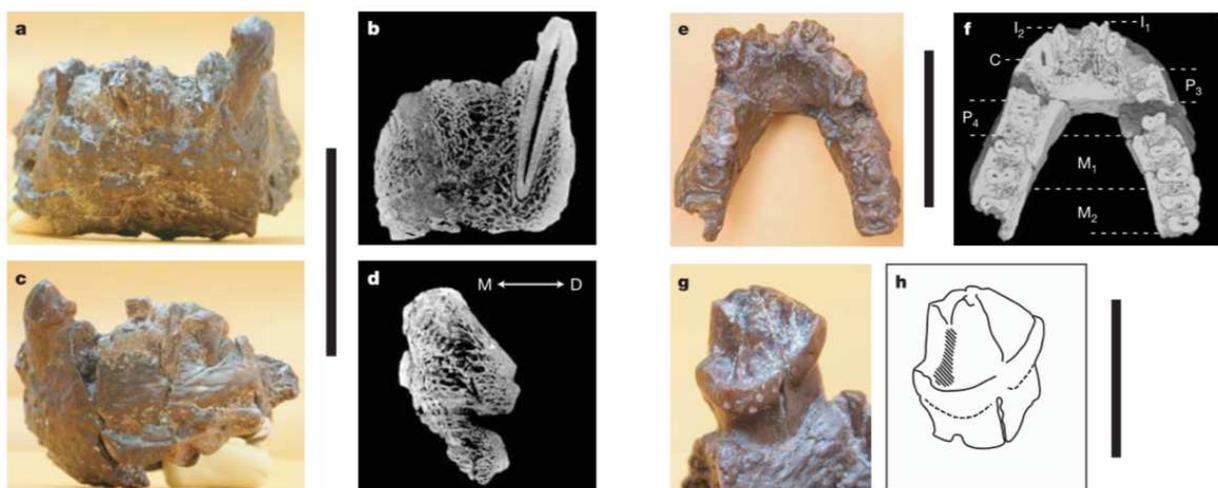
Mandibule appartenant à « *Sahelanthropus tchadensis* ». a : vue frontale, b : coupe CT de la canine gauche, c : vue latérale gauche ; d : coupe CT de la symphyse ; e : vue occlusale ; f : reconstruction tridimensionnelle, g et h : vue disto-linguale de la canine. (50)
